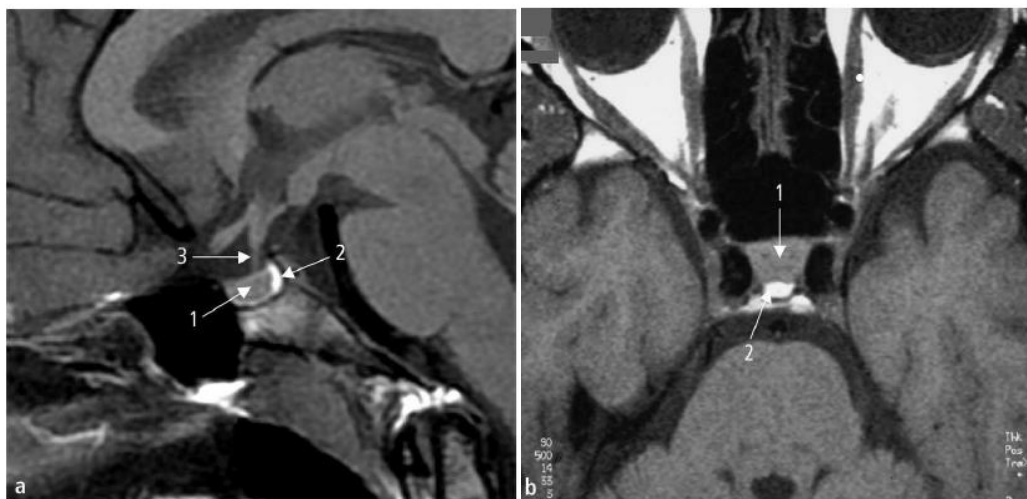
Hypophyse normale en IRM T1. [45]
